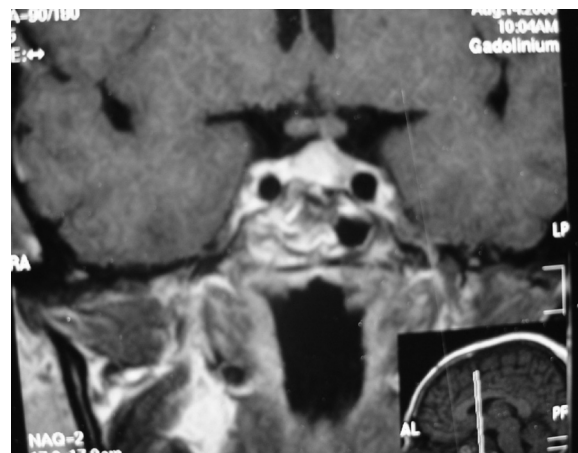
RM pós-operatória mostrando lesão residual com invasão do seio cavernoso direito e seio esfenoidal.
